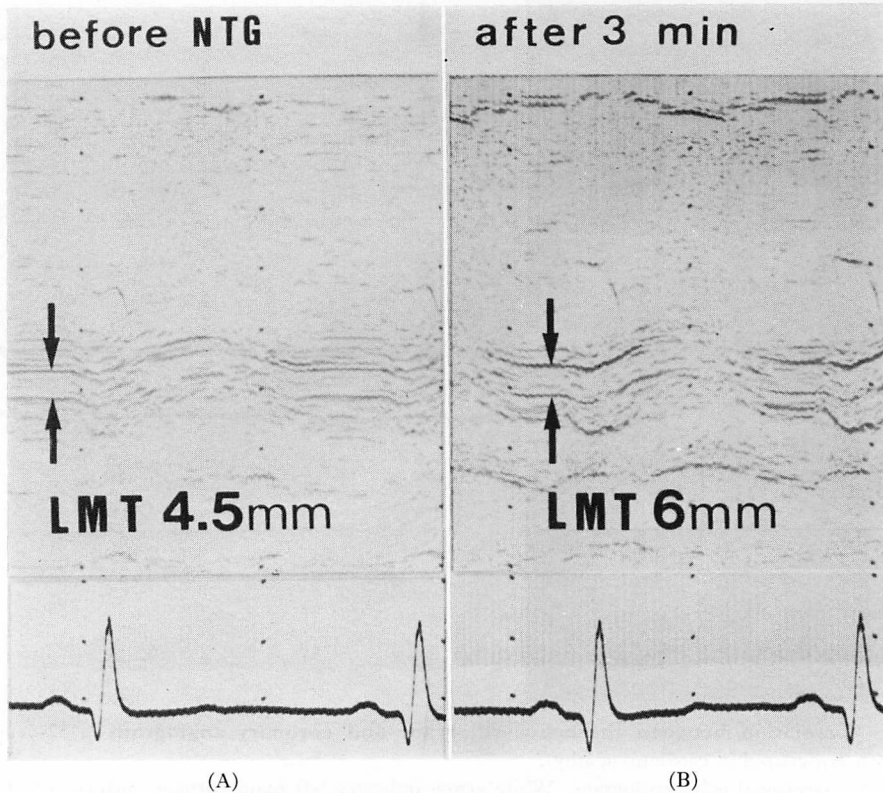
M-mode echocardiogram of the left main coronary artery before and after 3 min of nitroglycerine administration (a 46-year-old man with old myocardial infarction).
